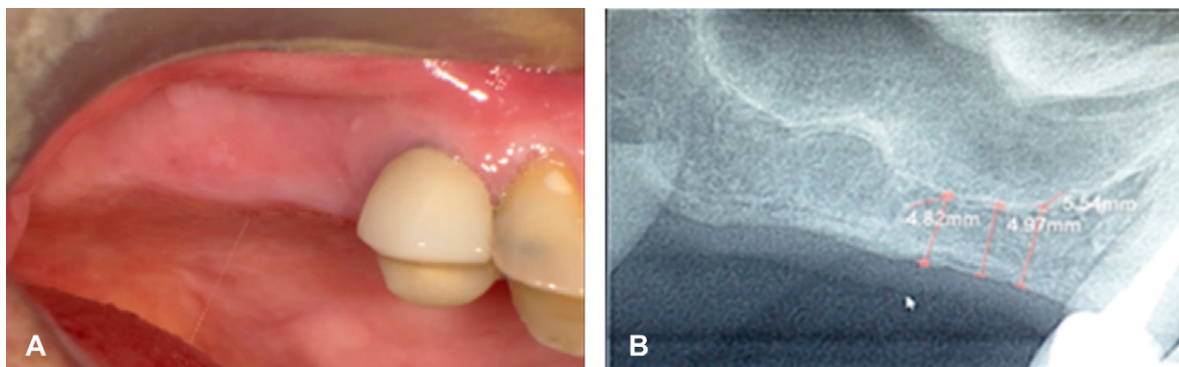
Fotografías iniciales. A. Fotografía clínica de tejidos blandos saludables. B. Radiografía digital donde se observa la poca altura ósea con respecto al piso del seno maxilar.
